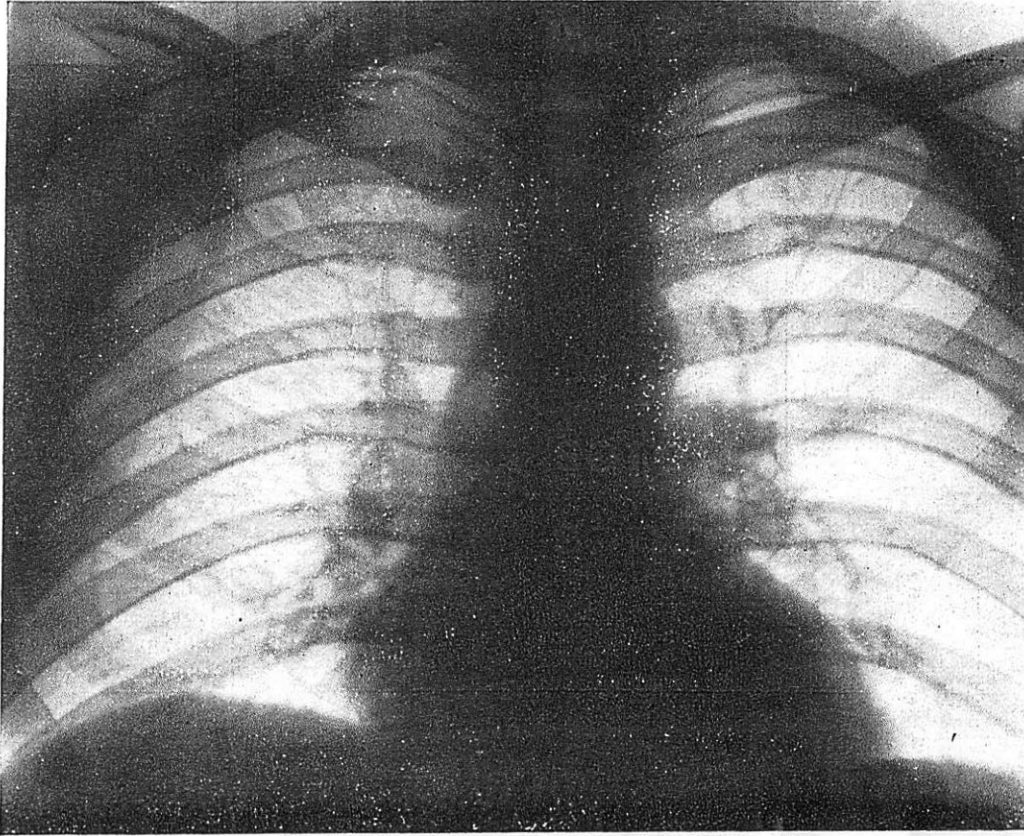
Radiographie normale.
